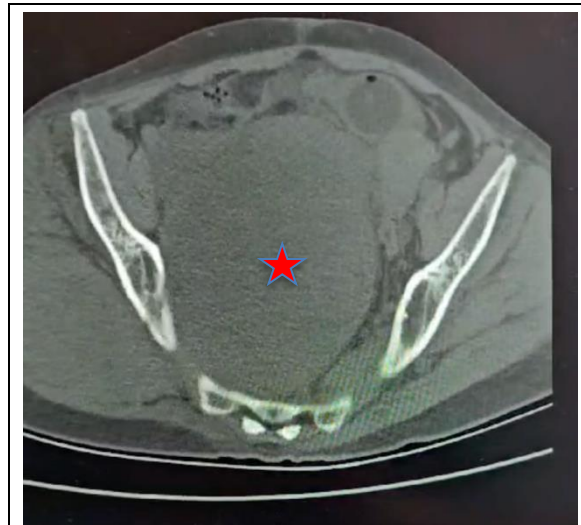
Corte axial de TAC donde se observa lesión pélvica marcada
